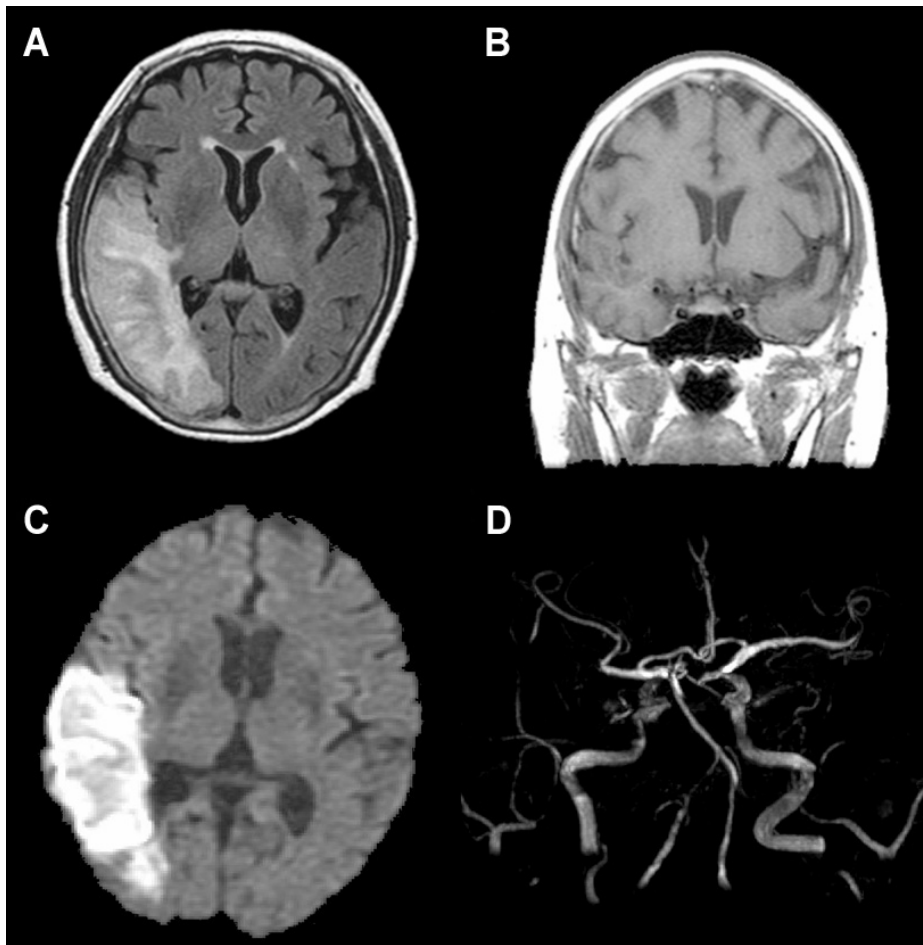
Magnetic resonance image (MRI) of the patient. Magnetic resonance images show a high intensity within the right temporal and parietal lobe sparing insular cortex in horizontal view (FLAIR sequence, diffusion weighted image) (A, B), and a low intensity within the same area in coronal view (T1 weighted sequence) (C), and MR angiography shows stenosis in the right internal carotid and vertebral artery (D).
